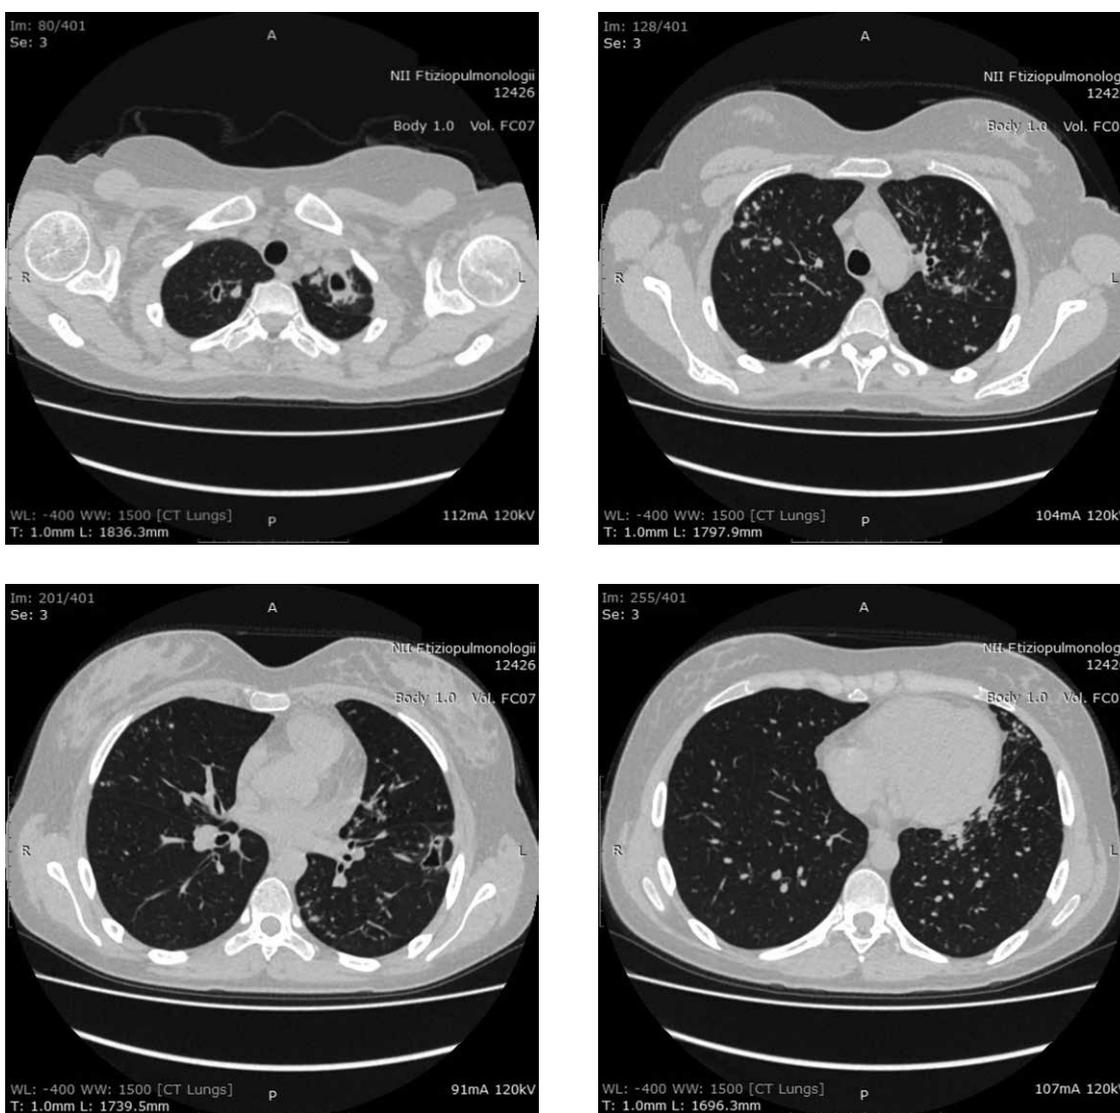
МСКТ ОГК от 11.01.2017. В С1 правого легкого — тонкостенная мелкая полость. Слева уменьшение каверны в С1 и С6, рассасывание части очагов
